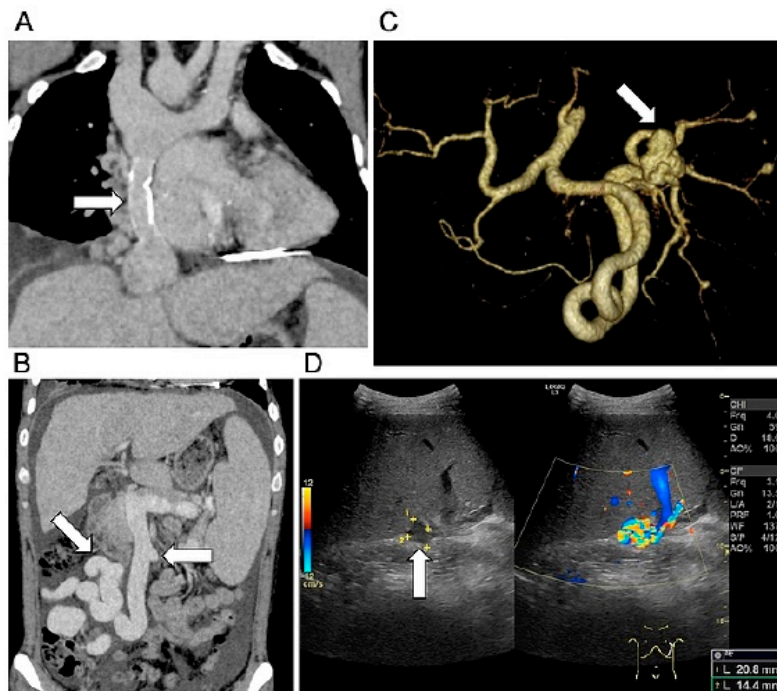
Contrast-enhanced computed tomography (A, B, and C) and abdominal ultrasonography (D). A: Pleural effusion and ascites are observed. The extracardiac conduit (white arrow) is narrow compared to the superior vena cava and the inferior vena cava. B: Hepatosplenomegaly, ascites, and a portosystemic shunt (white arrows) are observed. C: A 3-dimensional reconstructed image shows the celiac artery and the tortuous splenic artery with a 25 mm diameter aneurysm (white arrow). D: Splenomegaly and the splenic artery aneurysm with a maximum diameter of 20.8 mm (white arrow) are observed.
